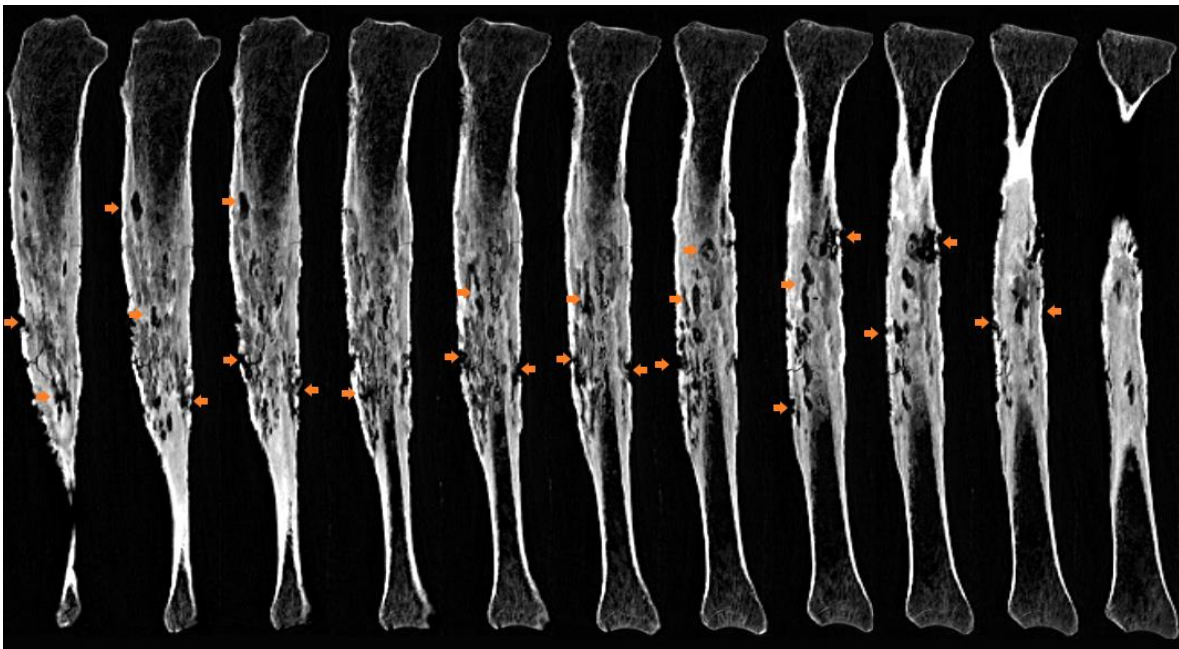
Cortes sagitales de la tomografía de la tibia izquierda del entierro 122. Se observan 11 cortes, siendo el primer corte a la izquierda el más lateral. Imágenes propias.
